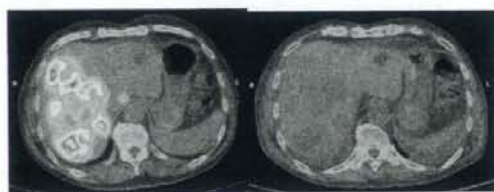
Decrease in FDG uptake by axitinib in a patient with liver metastases from colon cancer.
